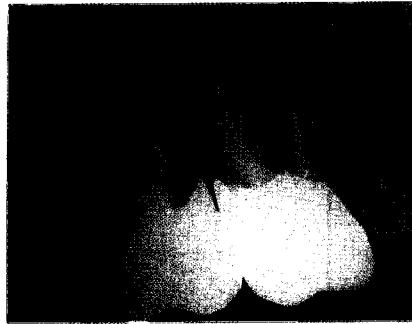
Postoperative radiographical view after 7 months.
